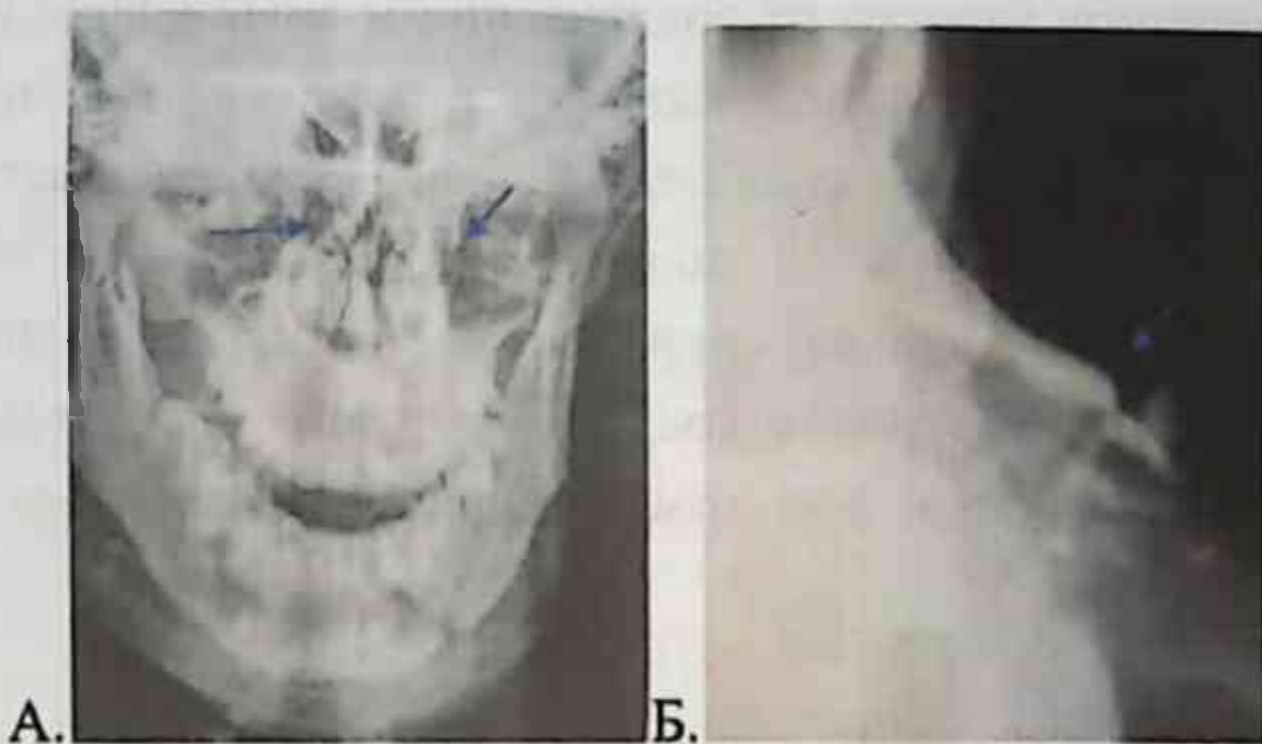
Множественные переломы костей носа. А – Н.Э., 28л. Перелом со смещением отломков, кровоизлияния в полостях гайморовых пазух. Рентгенограмма в аксиальной проекции Б – Д.З., 26л. Оскольчатый перелом костей носа. Рентгенограмма в боковой проекции.
